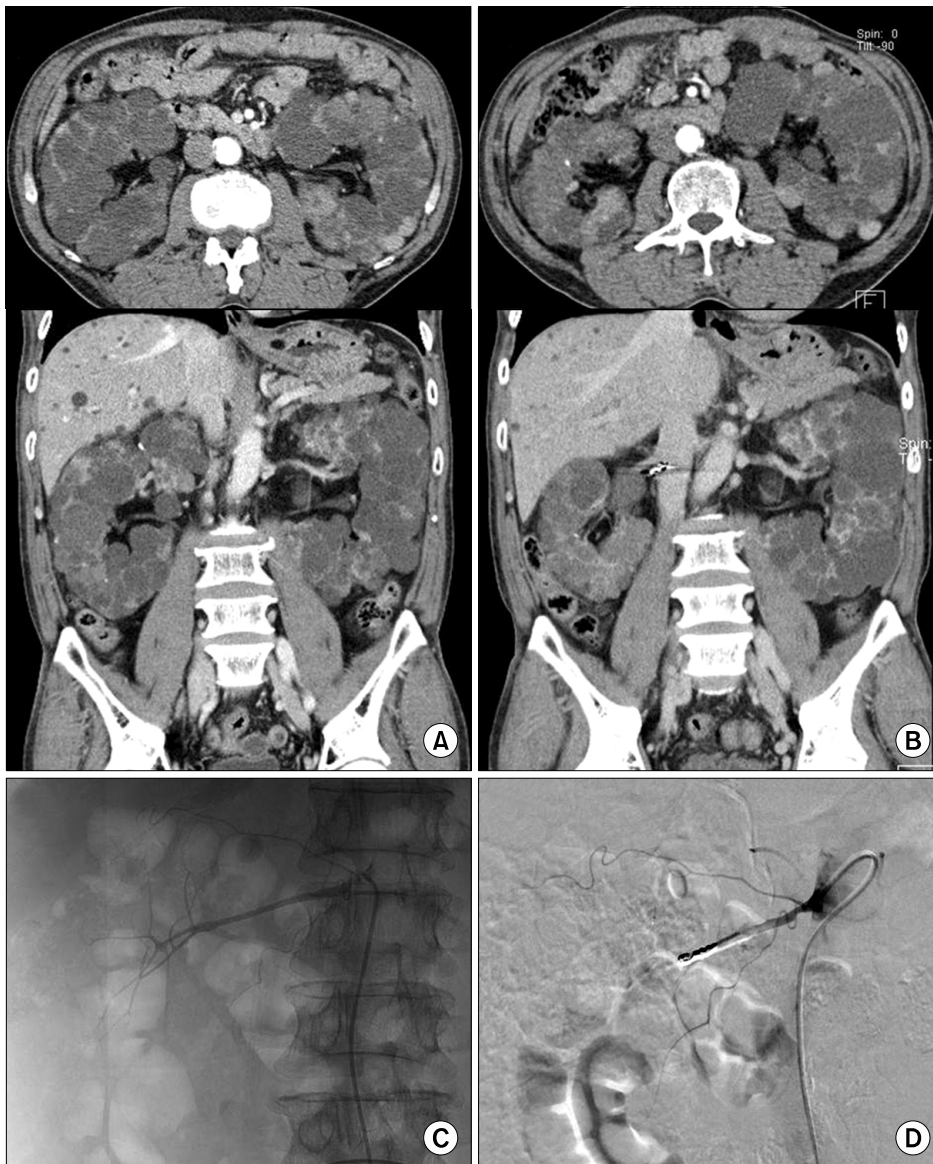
Case 2. (A) Initial abdominal CT shows enlarged kidneys with multiple cysts. (B) Follow-up abdominal CT taken 3 months after right renal artery embolization shows markedly decreased size of the right kidney. (C) Selective angiography of the right renal artery. (D) Coil embolization of renal artery.
